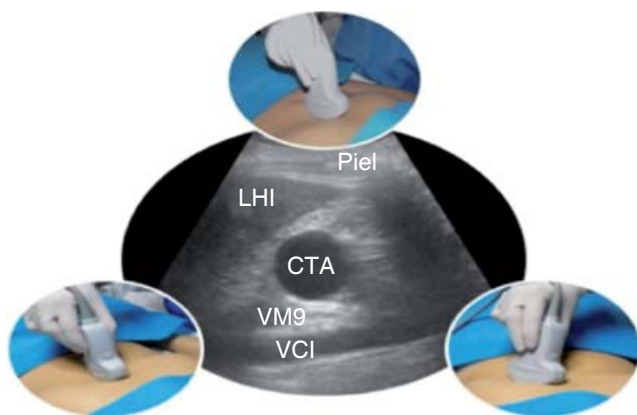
Ventana epigástrica. (LHI) Lóbulo hepático izquierdo, (VCI) vena cava inferior, (VMS) vena mesentérica superior y (CTA) corte transversal del antro gástrico.
